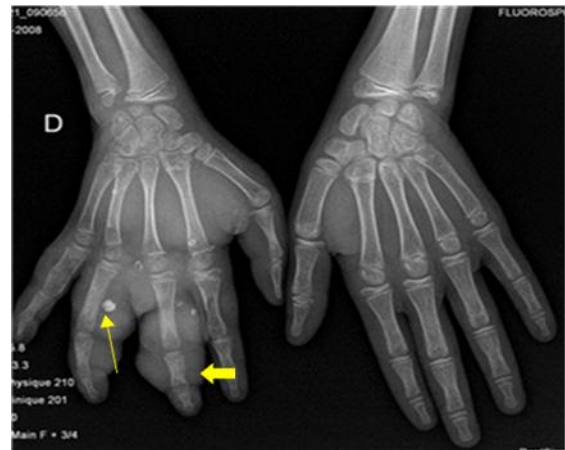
Radiographie des 2 mains de face, épaissement des parties molles de la main droite (tête de flèche), phlébolithes en leur sein (flèche)
